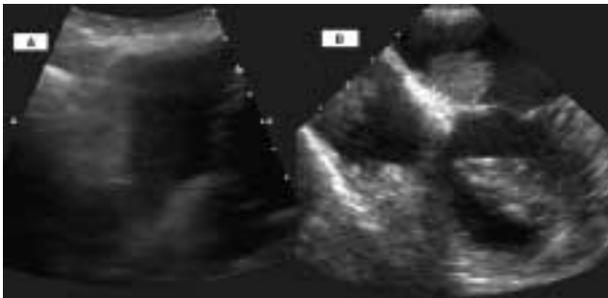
A. Ecocardiografía transtorácica. Plano subcostal. Masa sugestiva de mixoma en aurícula derecha. B. Ecocardiografía transesofágica. Plano de cuatro cámaras 0°. Masas biauriculares.
